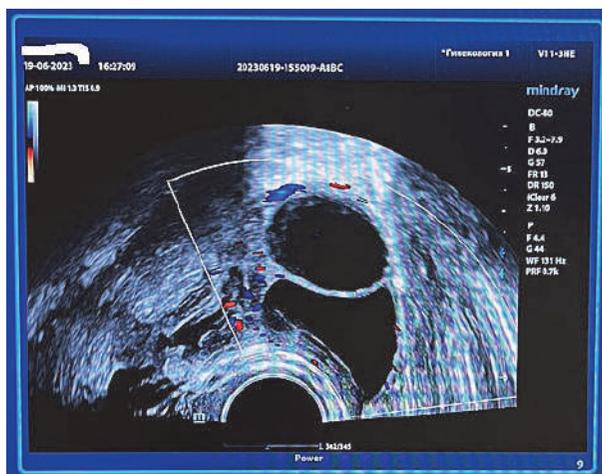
УЗИ органов малого таза трансвагинальным датчиком. Пациентка, 22 года, 7-й день менструального цикла, жалоб нет. Выявлена двухкамерная фолликулярная киста левого яичника (фото из личного архива канд. мед. наук И.А. Греховой)
